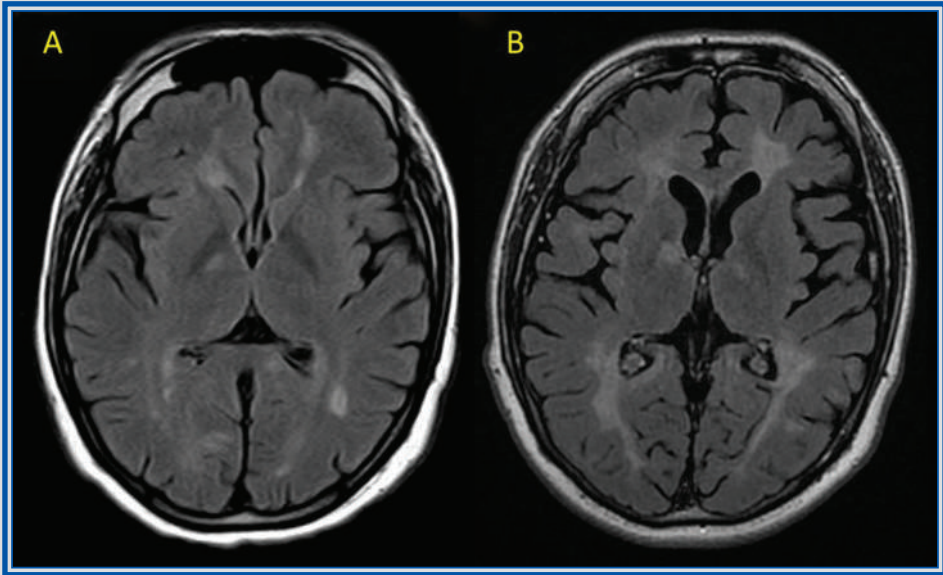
Capítulo 15. Estudio comparativo de IRM realizadas en el año 2008 (A) y en 2021 (B) en el mismo paciente, que permite identificar diseminación temporal por incremento en el número de lesiones, las cuales confluyen; además de disminución de volumen cerebral que se caracteriza por un incremento en la profundidad del espacio subaracnoideo a nivel frontal y temporal.
